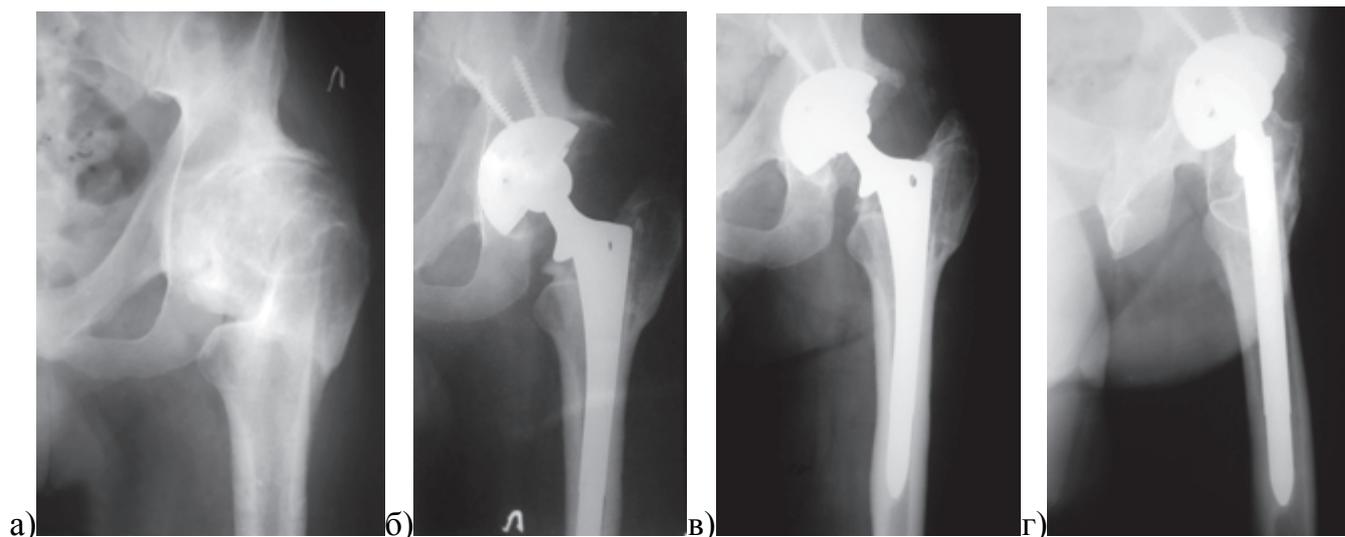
Рентгенограммы пациента 54 лет с левосторонним диспластическим коксартрозом: а – деформация метаэпифиза бедренной кости после деротационно-вальгизирующей межвертельной остеотомии (8 лет после операции); б – небольшая медиализация позволила использовать стандартную ножку бесцементной фиксации (AML, DePuy). Выбор ножки с достаточно протяженным покрытием шариками (5/8 ее длины) обусловлен желанием обеспечить надежную первичную фиксацию; в, г – через 6 лет после операции имеются жалобы на боли в области дистального конца ножки, на рентгенограммах отчетливые проявления стресс-шилдинг синдрома: уплотнение кортикальной кости в дистальной части и выраженное разрежение кости в области большого вертела
